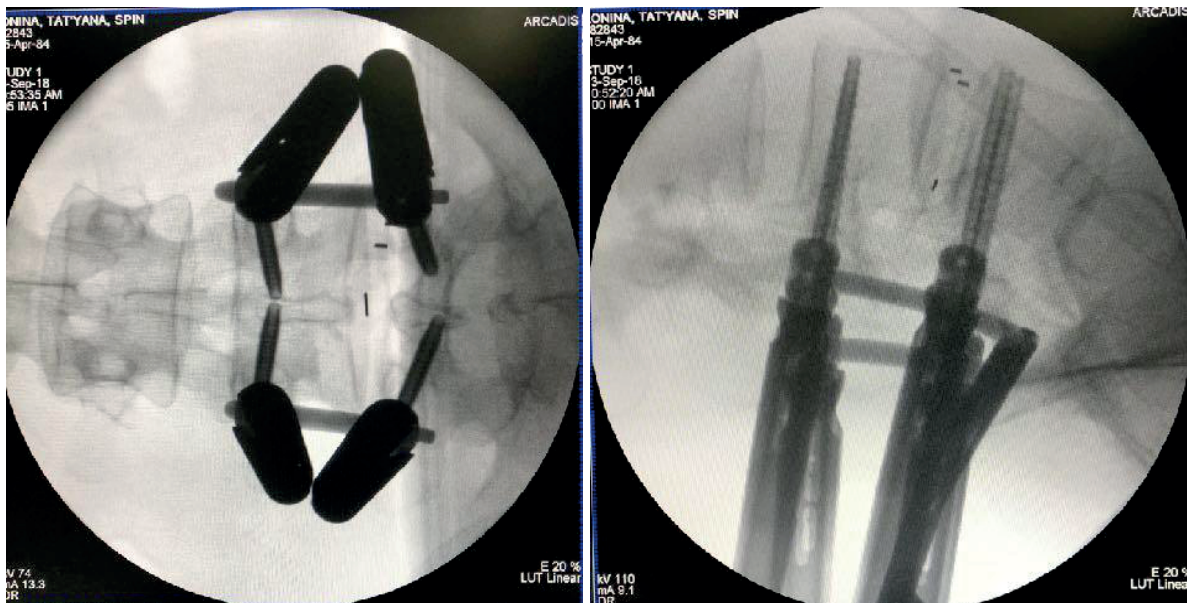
Установка чрезкожных канюлированных винтов и стержня на интраоперационных рентгенограммах в прямой (слева) и боковой (справа) проекция
